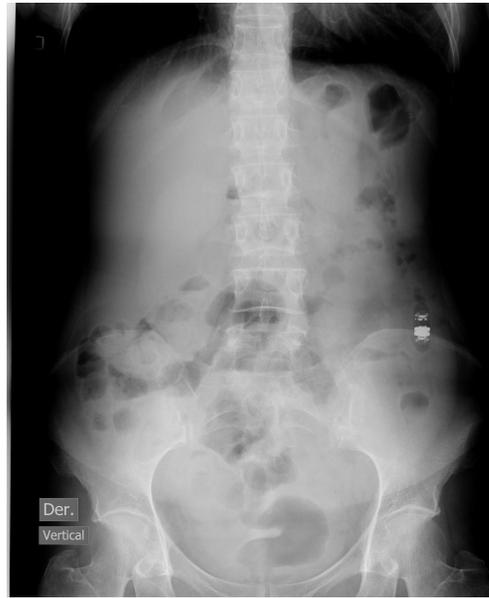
En la radiografía de abdomen se observa el avance de la cápsula hacia el colon descendente, sin signos que sugirieran obstrucción intestinal y con presencia de gas en la ampolla rectal
